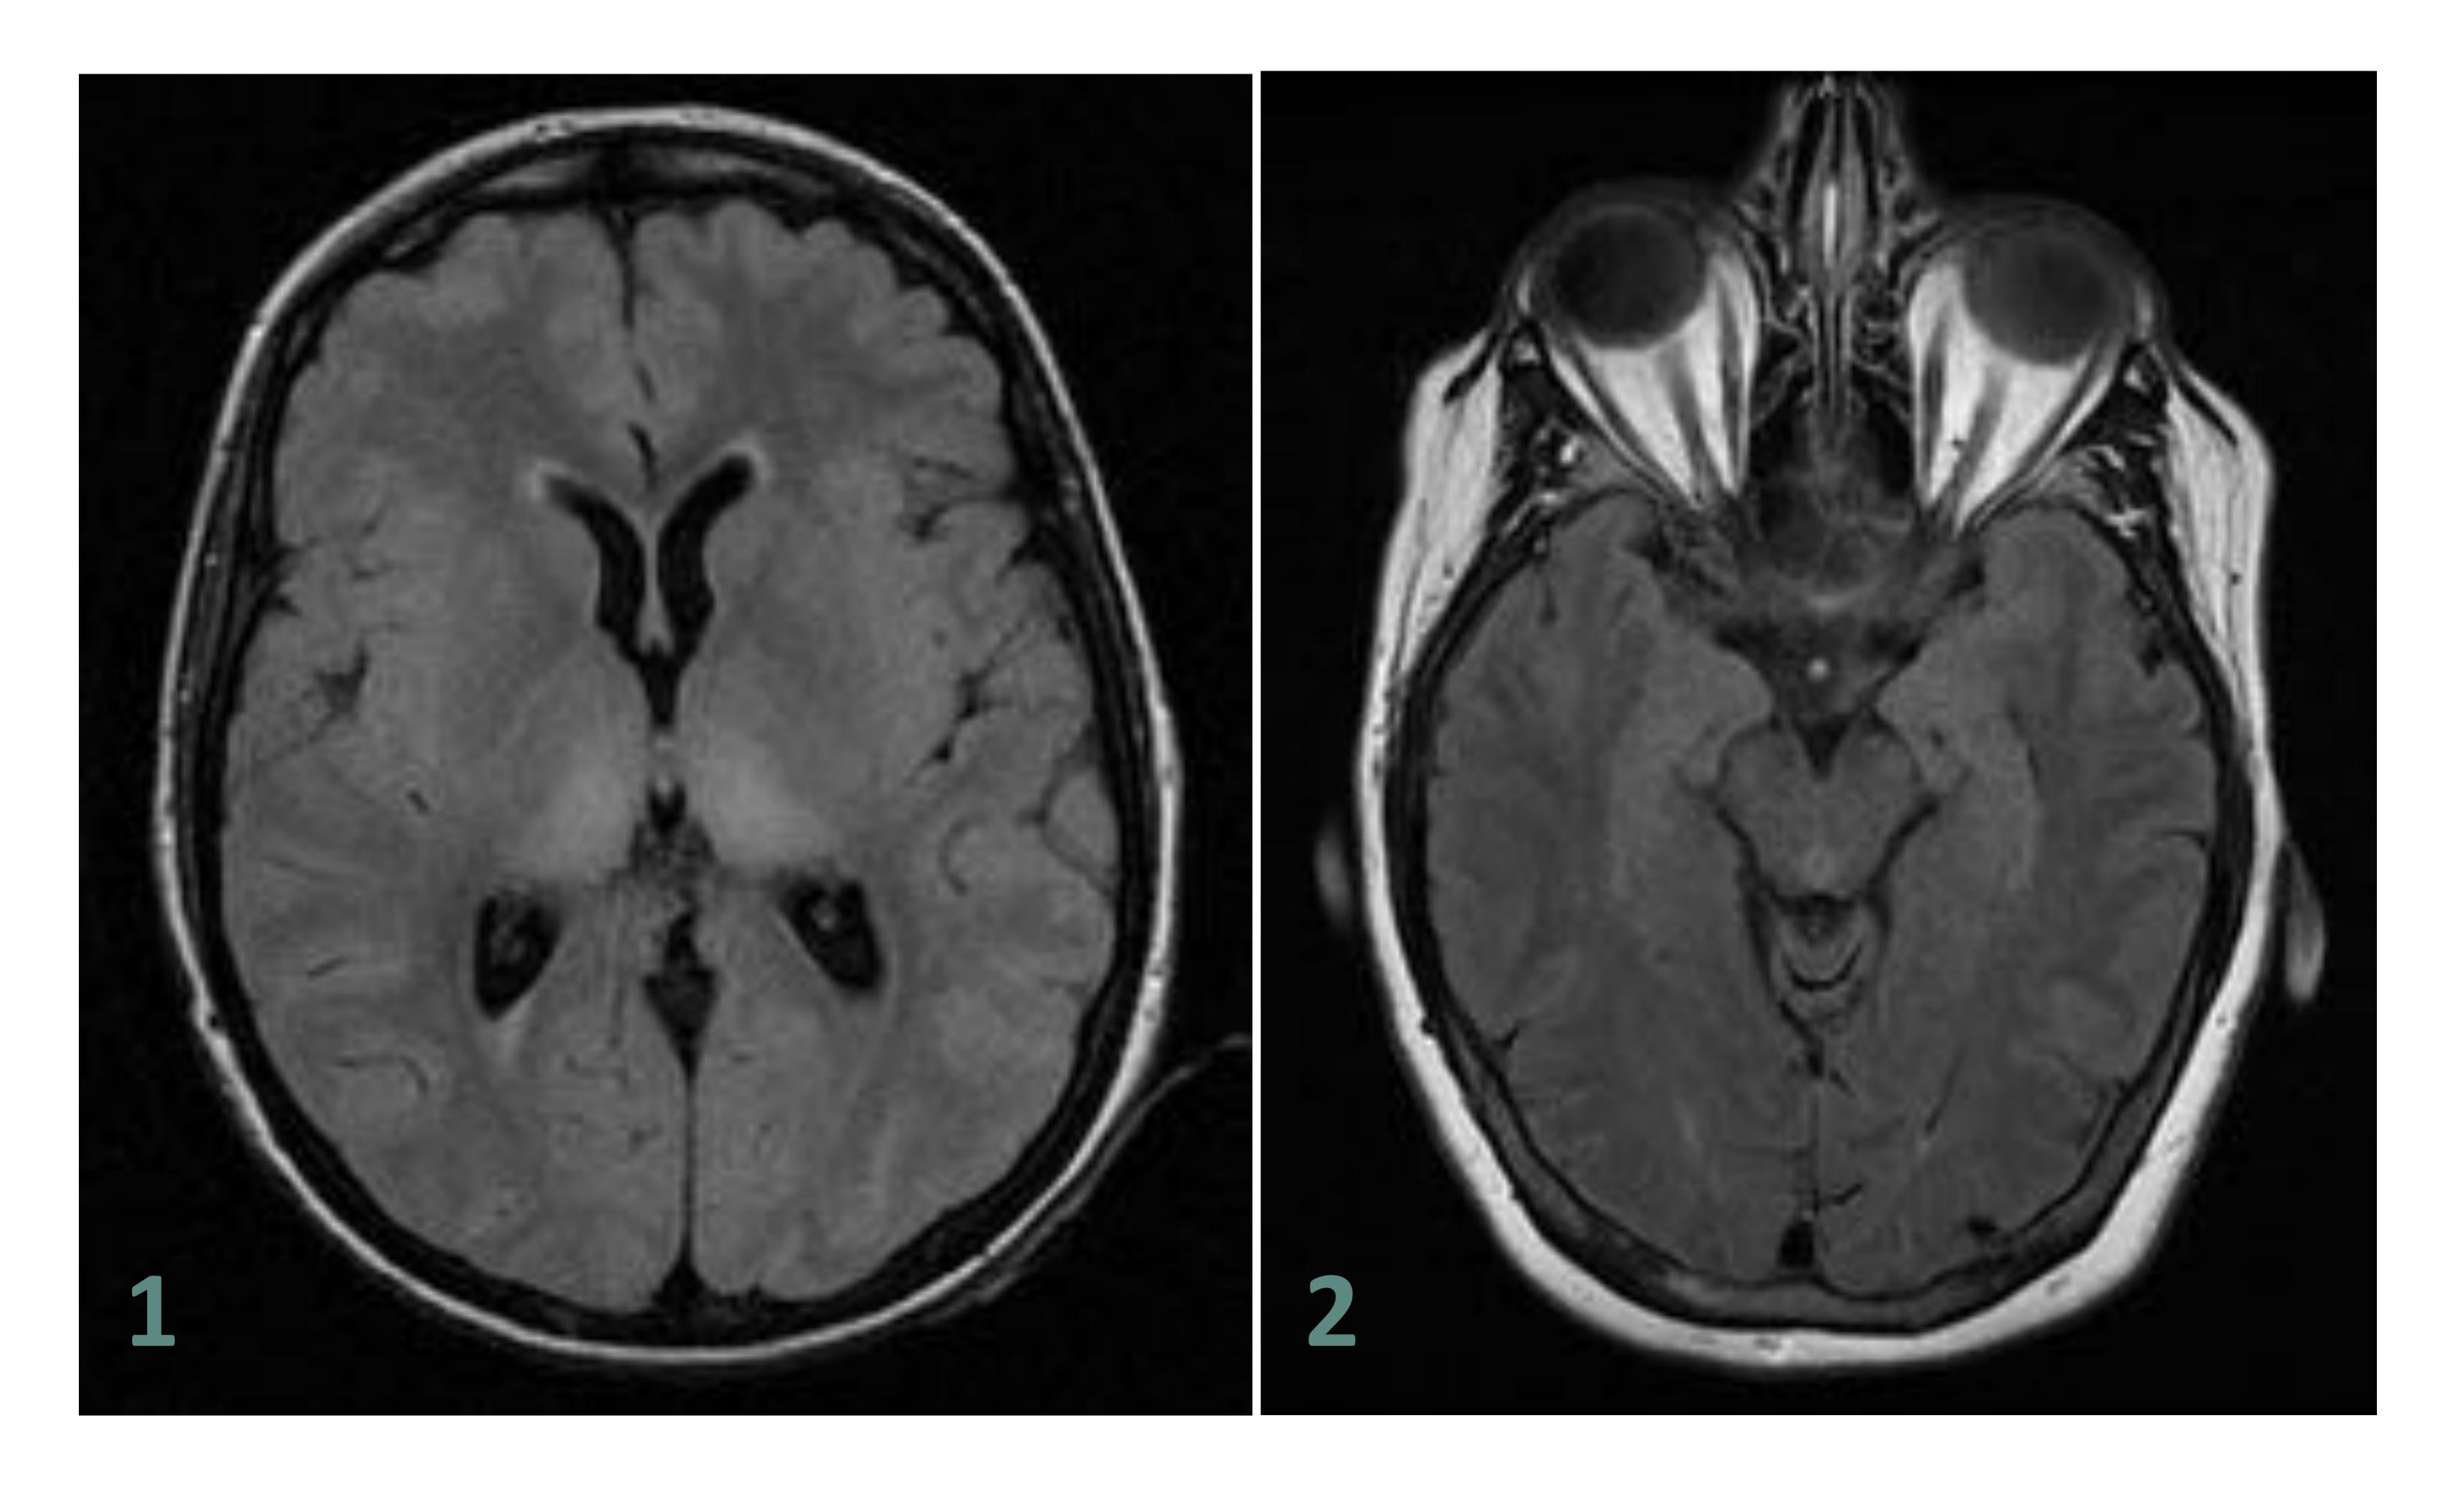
Encefalopatía de Wernicke. Imágenes de RM axial FLAIR: Hiperseñal en ambos tálamos, fundamentalmente dorsal (1). Hiperintensidad en la sustancia blanca periacueductal (2).
